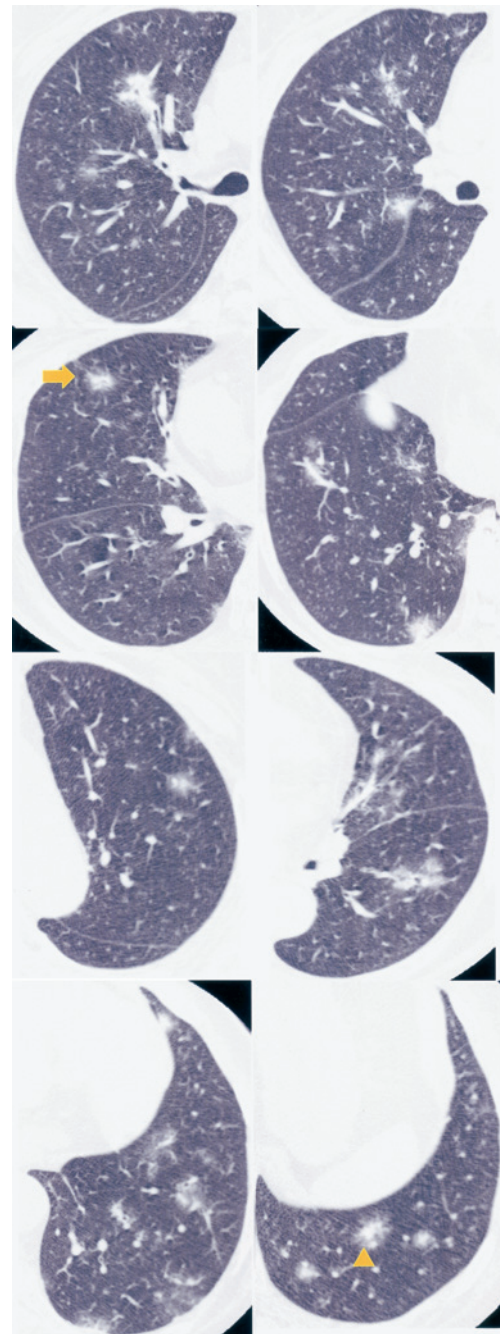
Chest CT image shows multiple ground-glass opacities and nodular shadows in the right and left lung fields. These ground-glass opacities and nodular shadows ranged in size from several mm to 20 mm. These findings were seen mainly around the blood vessels, but were also visible directly under the pleura. Some ground-glass opacities showed air bronchograms (⇒). The borders of these nodular shadows were unclear; some nodular shadows revealed bronchiolectasis and showed a halo sign (△).
